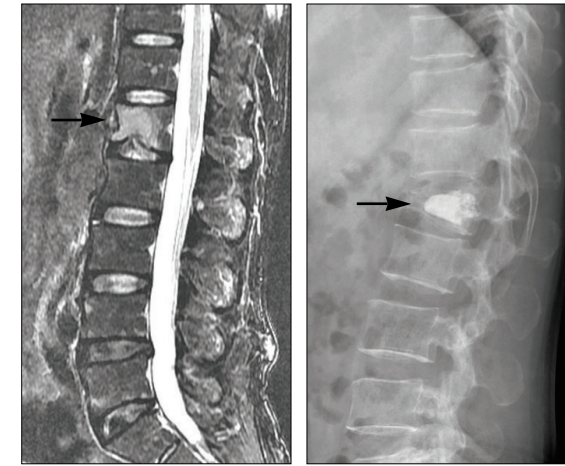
다발성 골수종에 의해 제1 요추에 압박 골절이 발생하였다(좌측 MRI 영상, 화살표). 통증이 심하여 풍선성형술을 시행하였다(우측 단순방사선 사진, 화살표).
